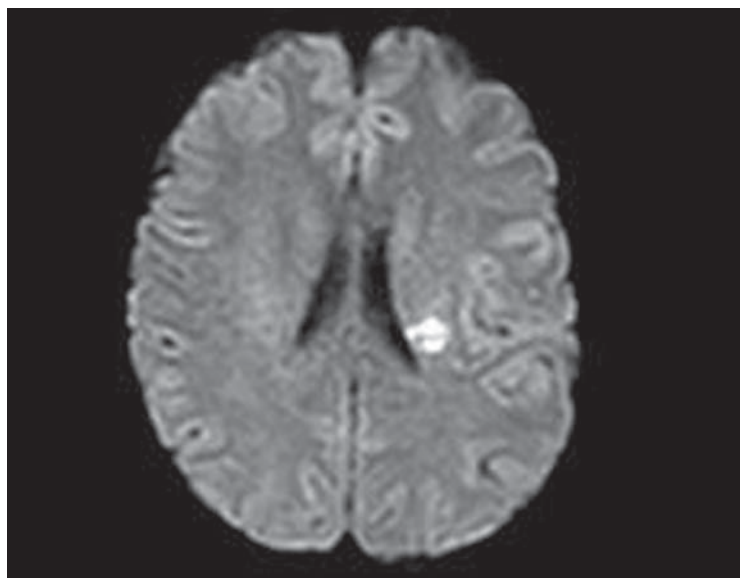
МРТ головного мозга с внутривенным контрастным усилением: признаки острого ишемического инсульта в бассейне левой средней мозговой артерии
